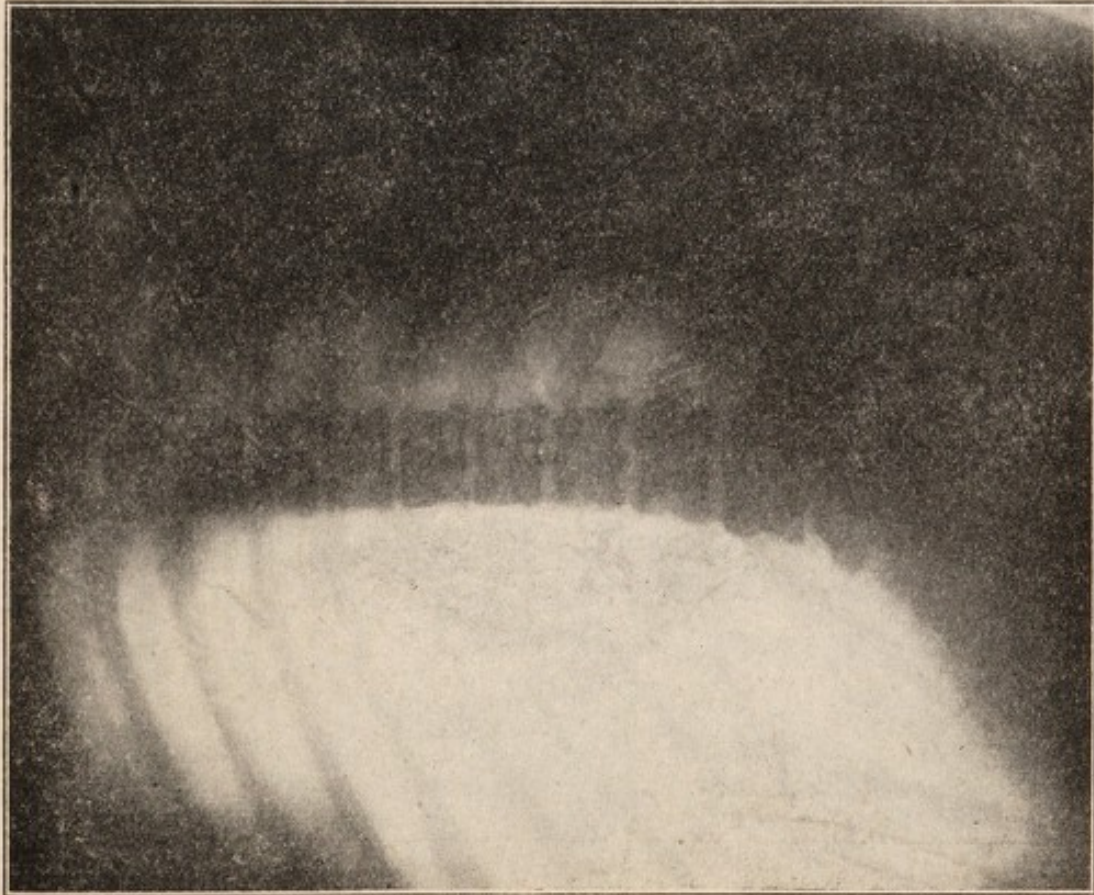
Röntgenbild DV. — Linkssseitige vorgeschrittene Lungenphthisis mit Kavernenbildung. — Sehr voluminöser Pneumothorax. Lunge teils an das Mediastinum, teils an die Kuppel gedrängt. Mediastinum, Herz und linke komprimierte Lunge stark nach rechts verschoben, Zwerchfell umgestülpt. Pneumothorax dehnt sich bogenartig weit über die Mittellinie nach rechts aus.
